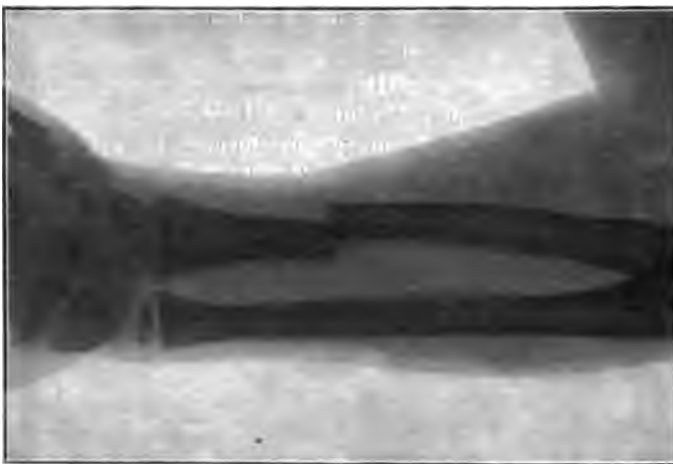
Röntgenphotographie eines Knochenbruchs der rechten Radiusdiaphyse bei einem 10 jähr. Knaben.
